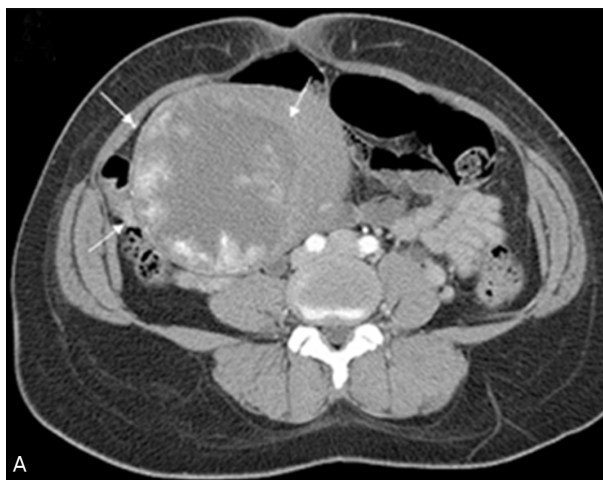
(A) and (B) computed tomography scan showed lobulating enhancing mass-like lesion in right upper aspect of endometrial cavity (arrows). Overlying myometrium is less than 3 mm. Retained placenta is suggested on right cornual area. Remaining portion of uterus revealed mild enlargement with normal thickness of myometrium.
